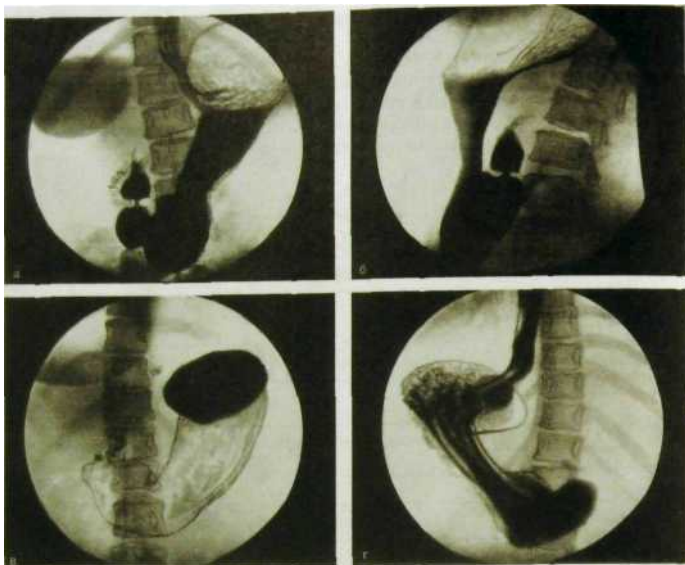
Ш.98. Серия гастрорентгенограмм желудка.
